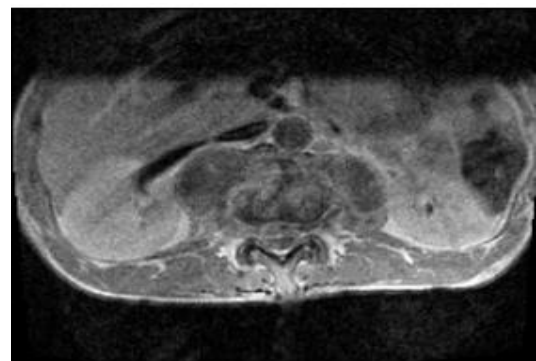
IRM lombaire coupe axiale T1 injecté en L1 : abcès para-vertébraux en coupe
